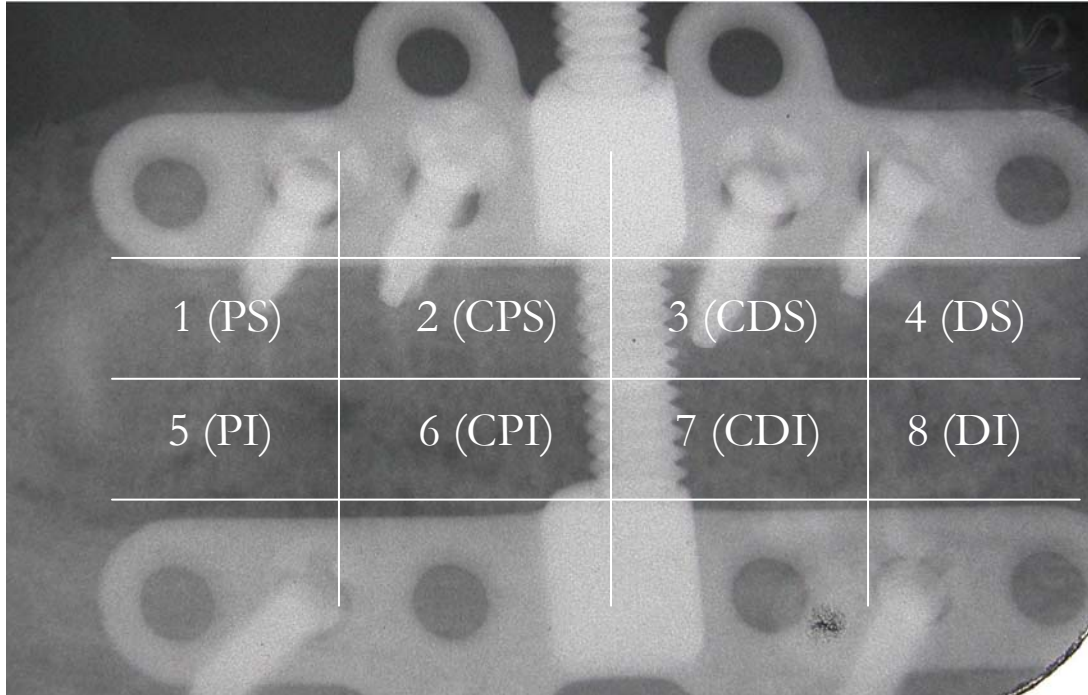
Radiografía periapical tras el periodo de consolidación. División zonal de la cámara de distracción.
